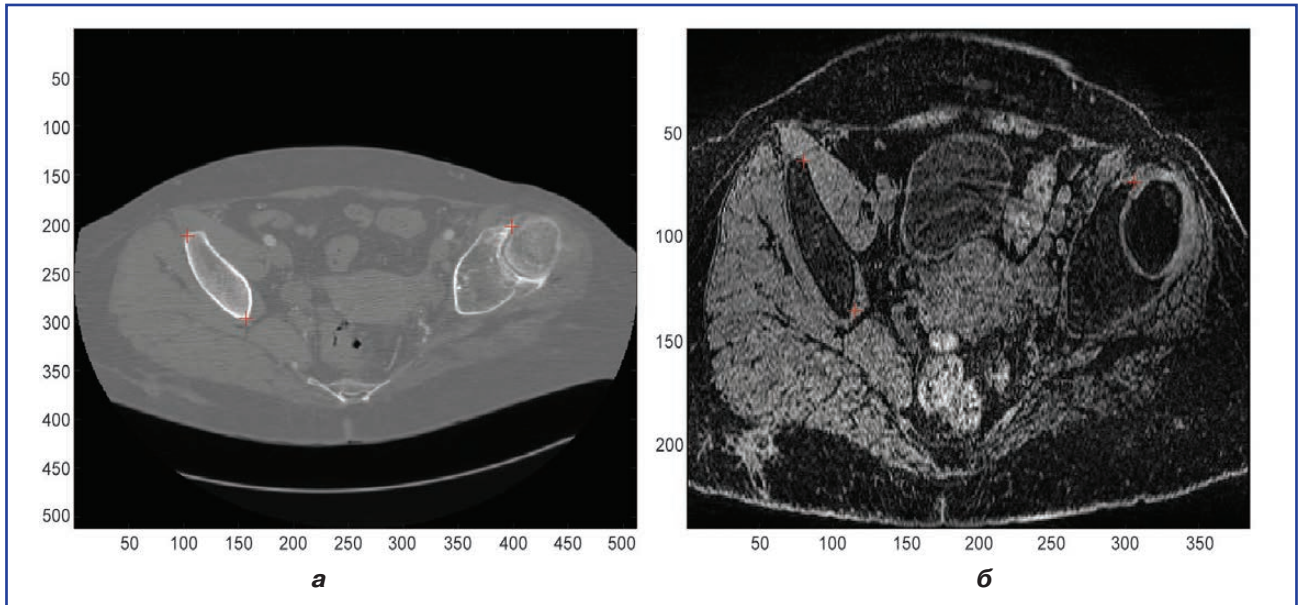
Изображение среза компьютерной томографии (а) и магнитно-резонансной томографии (б) с указанием маркеров совмещения (характерные точки)
